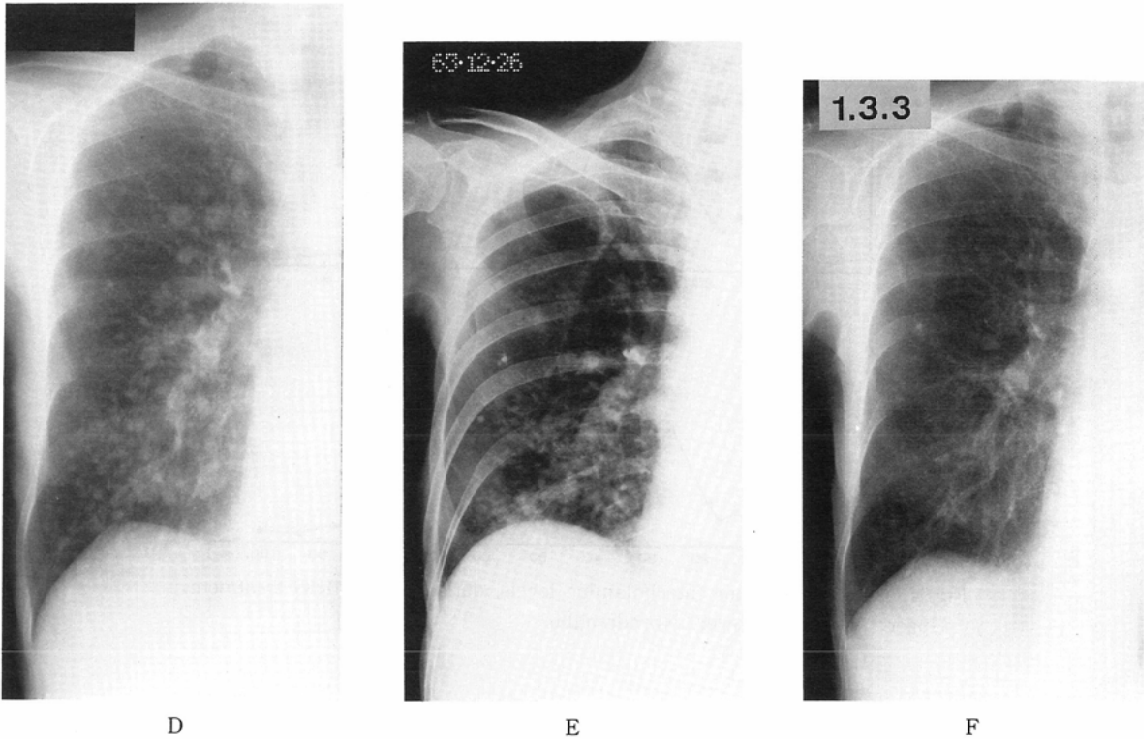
Chest radiographs. A through D: Before treatment with I-131 MIBG. A: September 1984, B: August 1986, C: October 1987, D: November 1988. Multiple small nodules are seen after October 1987 (C) and grow and spread inexorably (D). E and F: After treatment with I-131 MIBG. E: Twenty days (December 1988) and F: Three months (March 1989) after 100mCi I-131 MIBG therapy, respectively. Smaller tumor size and disappearance of tumors are evident.
